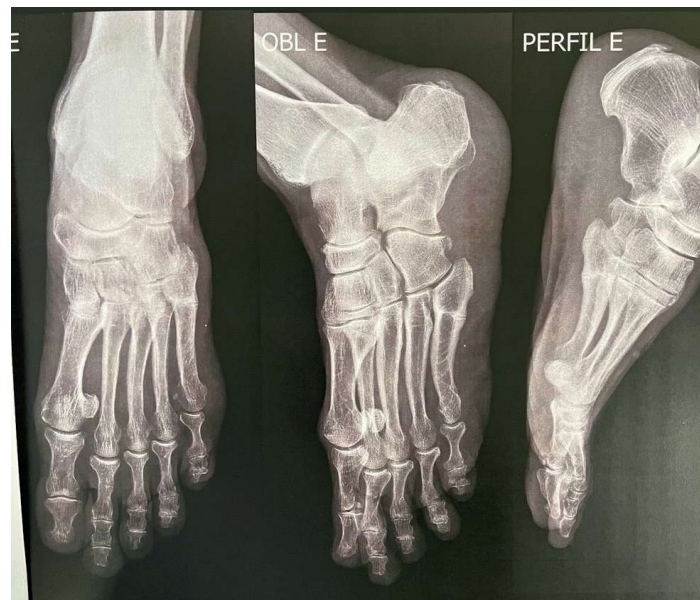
Radiografia em oblíquo do pé esquerdo evidenciando sinais de consolidação da fratura do quinto metatarso após dois meses de tratamento com ondas de choque.
